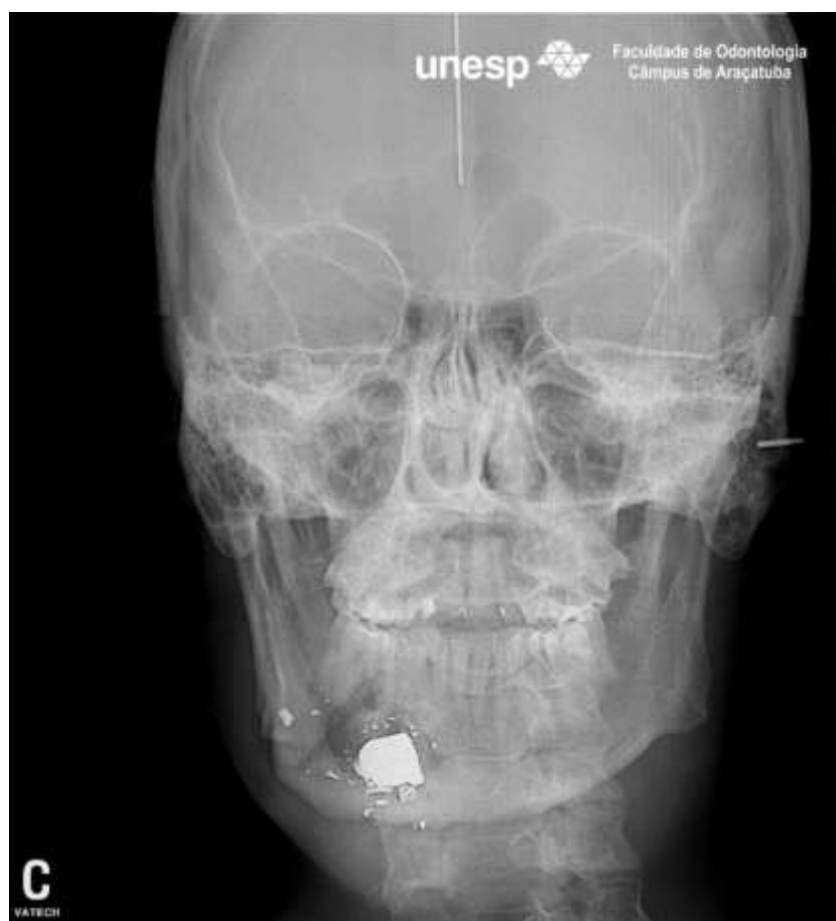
Radiografia pósterioanterior de face evidenciando projétil de arma de fogo e fratura do corpo mandibular do lado direito
